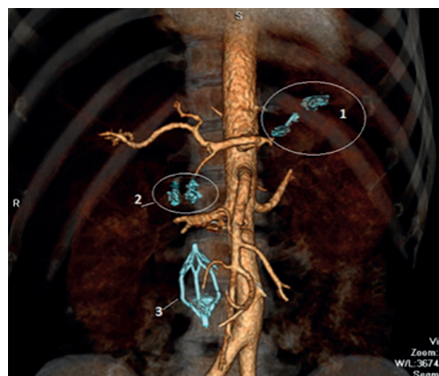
Компьютерная томография –ангиография. 3D-реконструкция: состояние после эмболизации селезеночной артерии (1), желудочно-12-перстной артерии, верхней и нижней панкреатодуоденальной артерий (2), установки кава-фильтра (3). Данных за аневризму либо экстравазацию не получено
